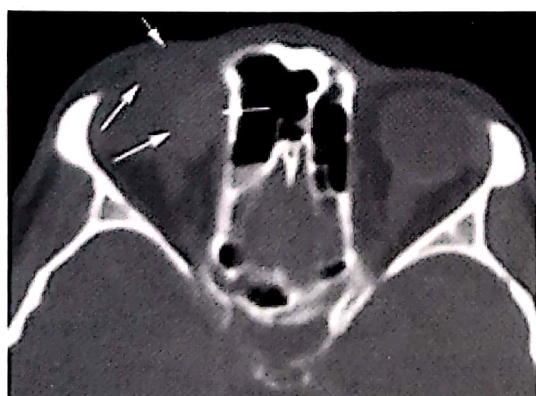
B.V., 49 ani. Limfom malign ne Hodgkinian, orbita medie și anterioară. CT axial fără contrast.
